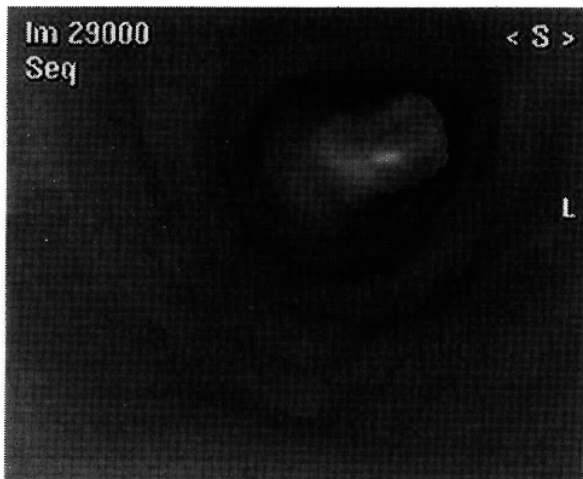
Tomografía Axial Computarizada –T.A.C.– (ureteroscopia virtual). Este tipo de reconstrucción nos permite visualizar la imagen (en este caso tipo “dedo de guante”), al interrumpir la luz ureteral, tal cual se vería en una ureteroscopia en tiempo real.
